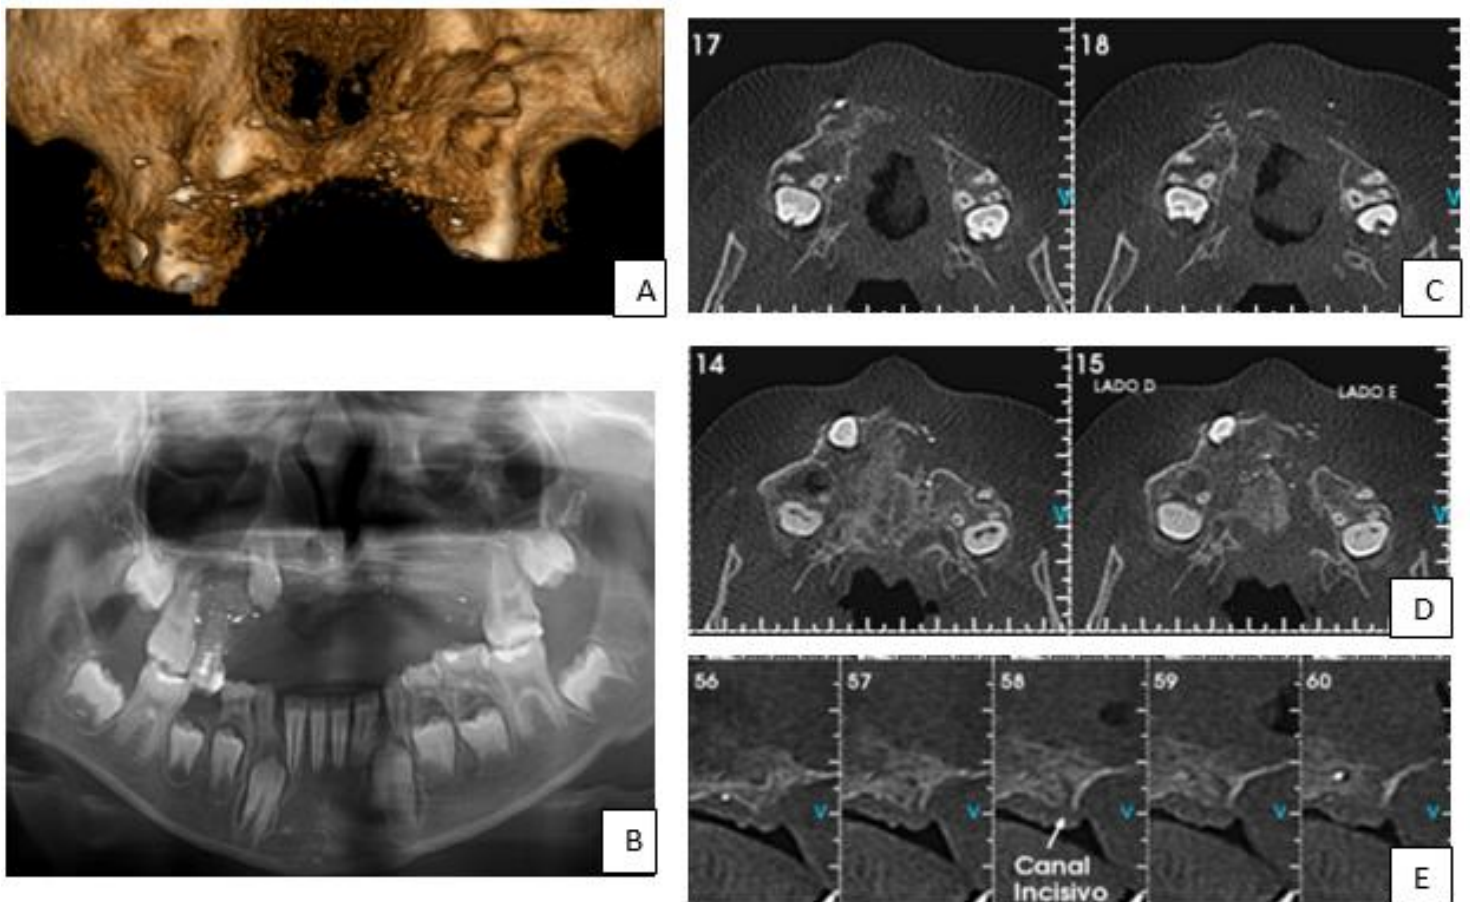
(A-E):Exames imaginológicos iniciais (A):Reconstrução 3d frontal (B) Radiografia panorâmica inicial (C-D):Cortes Axiais (E):Cortes parassagitais 1:1.
